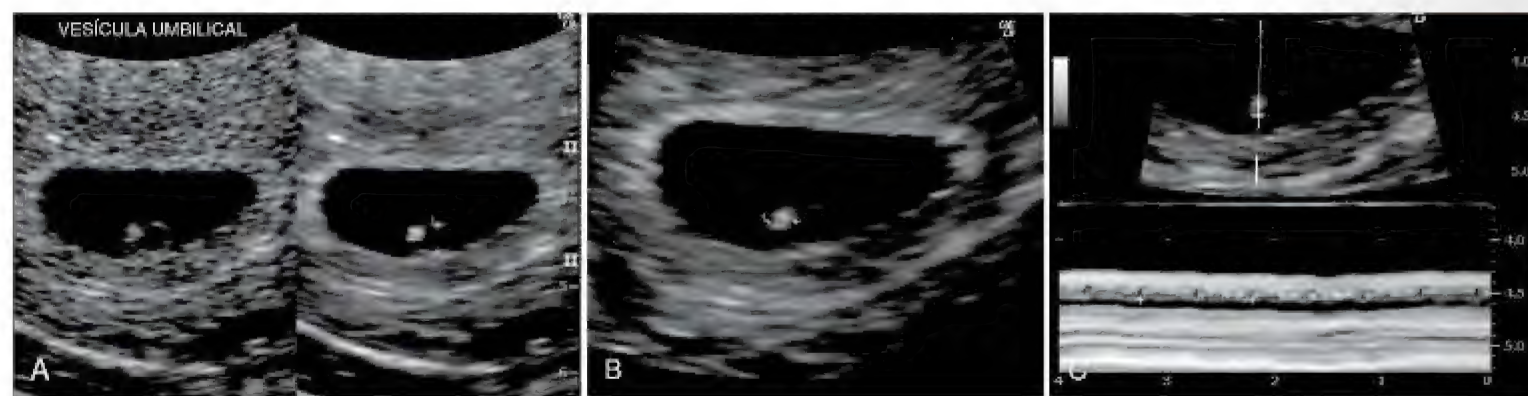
Ultrassonografia endovaginal de um embrião de 4 semanas. A, Vesícula umbilical secundária de 2mm (compasso de espessura). B, Brilho (ecogênico) 2,4mm, embrião de 4 semanas (compasso de espessura). C, Atividade cardíaca de 116 batimentos por minuto demonstrado com modo de movimento. Compassos de espessura usados para acompanhar dois batimentos. (Cortesia de E. A. Lyons, MD, Professor de Radiologia, e Obstetrícia e Ginecologia e Anatomia, Health Sciences Centre and University of Manitoba, Winnipeg, Manitoba, Canada.)
